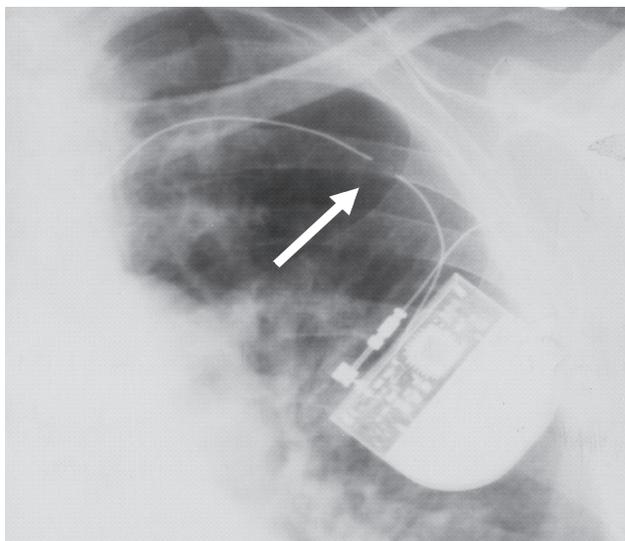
Рентгенограмма, иллюстрирующая перелом эндокардиального электрода системы ЭКС. Стрелкой обозначено место перелома экстравазального сегмента эндокардиального электрода
